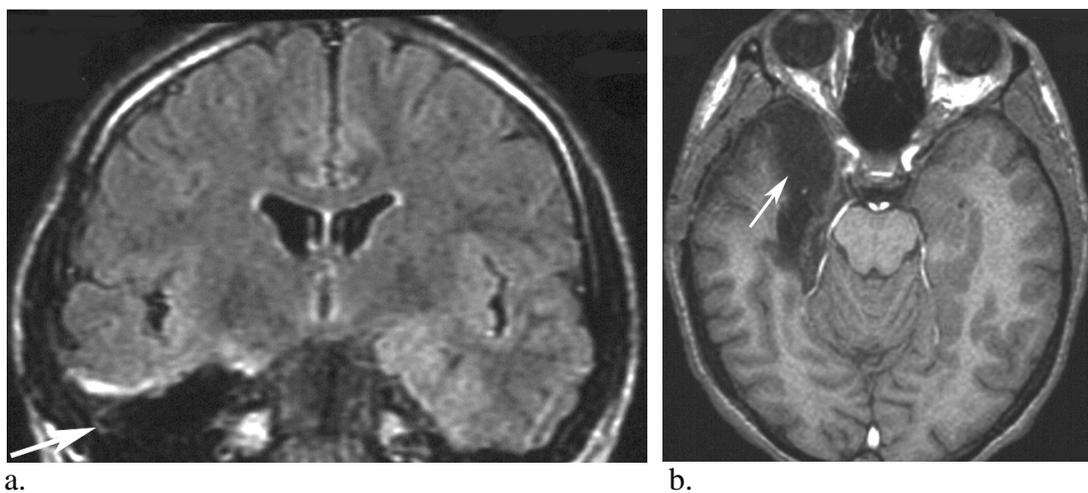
Clichés IRM post-opératoires du patient AP ayant subi une exérèse du pôle temporal avec amygdalohippocampectomie droite (avec l'aimable concours du Dr J.P. Vignal). Les flèches montrent l'espace de résection.
